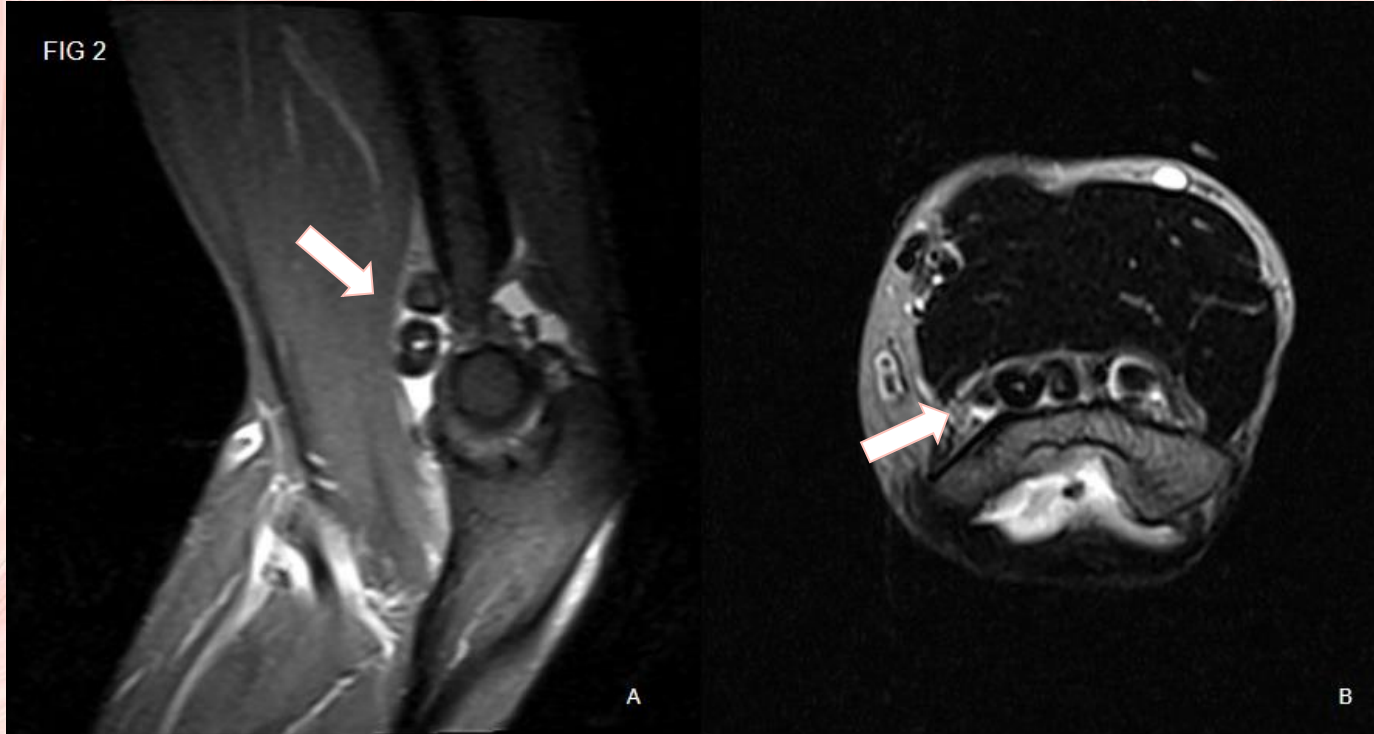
RM codo izquierdo. A: corte sagital; secuencia T2 FS. B: corte axial; secuencia T2. Abundante derrame articular con presencia de múltiples fragmentos condrales en su interior.
